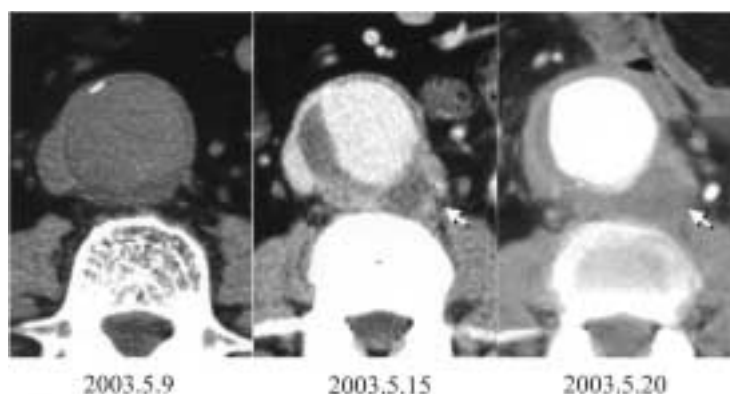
A CT scan on admission revealed a fusiform infrarenal abdominal aortic aneurysm, but a CT scan obtained 6 days later revealed a newly developed protrusion of the aneurysm.
